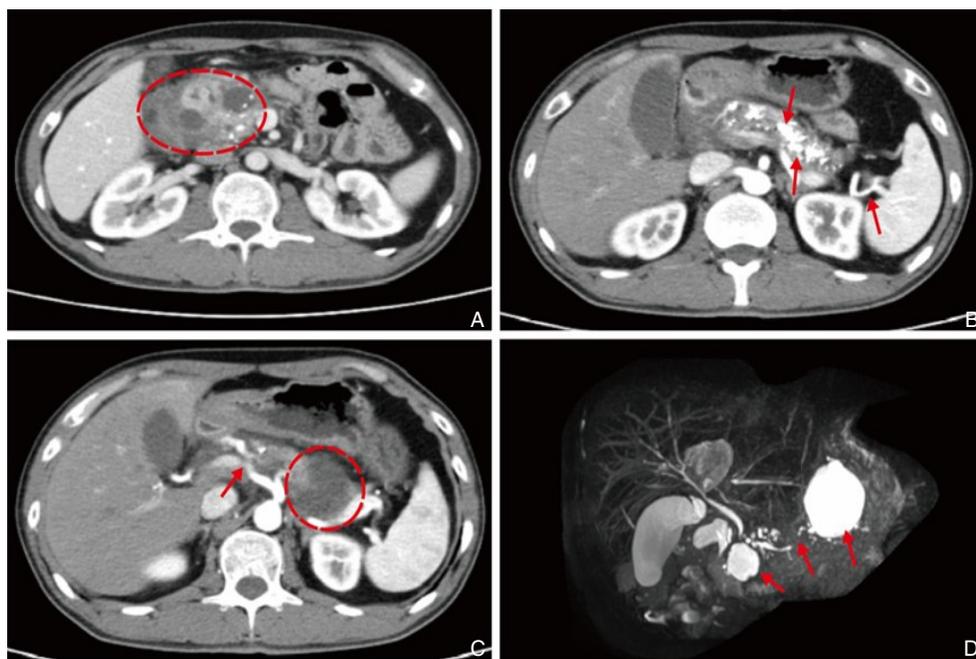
病例2相关影像学检查 A: CT提示胰头肿块, 内多发小结节状钙化, 伴多发低密度灶, 假性囊肿或脓肿形成; B: 胰体尾结构紊乱、胰管扭曲、内见多发结石; C: 胰尾部可见一低密度囊性病灶, 约46 mm×41 mm大小; D: MRCP提示胰头部可见226 mm×21 mm大小囊性病灶, 胰尾部可见466 mm×39 mm大小囊性病变, 胰管扭曲不连续
